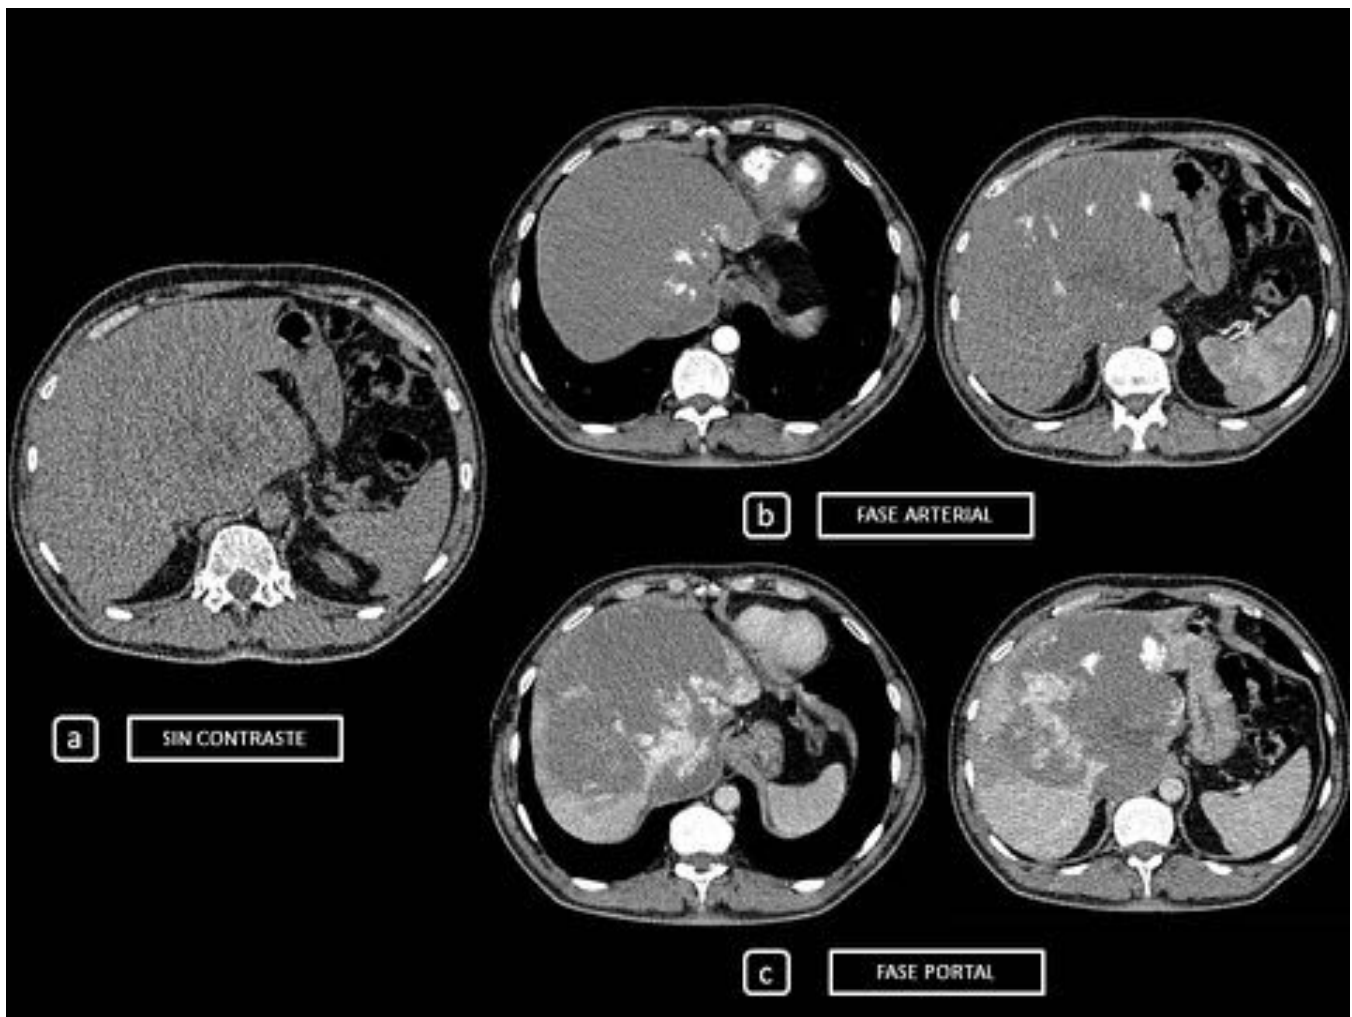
FIGURA 15. (a). CORTES AXIAL DE CT ABDOMINAL SIN CONTRASTE DONDE SE INTUYE GRAN MASA HEPATICA AFECTANDO PRINCIPALMENTE A LHI SIN CALCIFICACIONES. (b y c). CORTES AXIALES CON CONTRASTE IV EN FASE ARTERIAL Y PORTAL EN EL QUE SE VISUALIZA UN REALCE PROGRESIVO CENTRIFUGO DE LA LESION LOCALIZADA EN LHI
